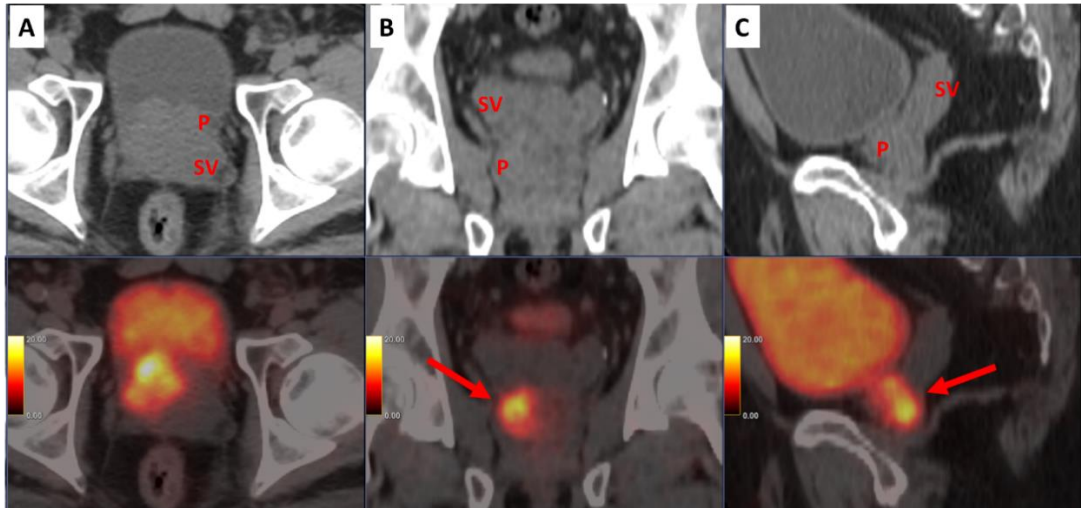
Tümör SUVmaks penceresinde EPU negatif olarak değerlendirilen hastada radikal prostatektomide fokal ekstraprostatik uzanım vardı.
